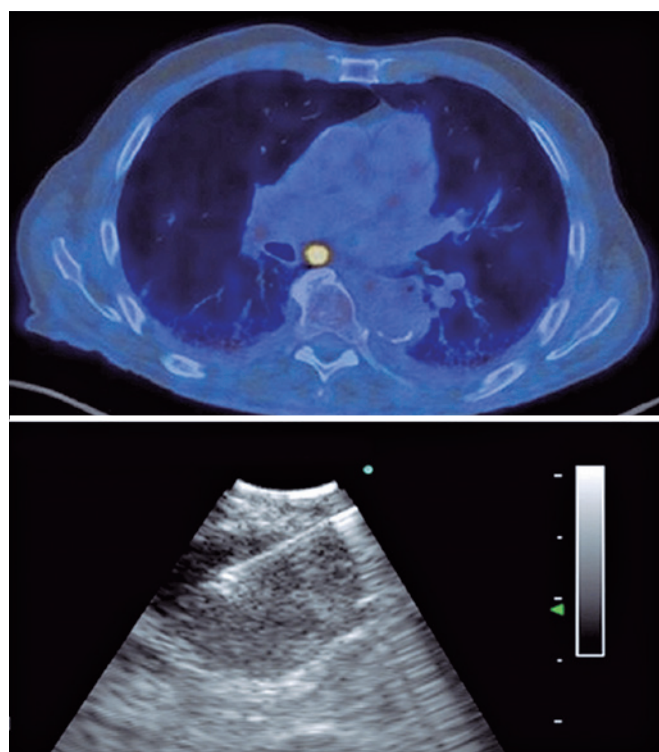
Tomografia de tórax por emissão de pósitrons (SUV 12,6) e punção transbrônquica do linfonodo, guiada por ultrassonografia em tempo real
